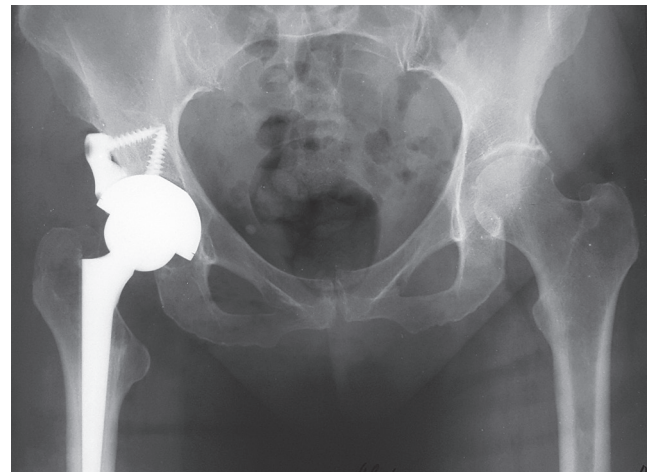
Рентгенограмма пациентки с диспластическим коксартрозом после операции. С помощью индивидуально напечатанного аугмента обеспечено восстановление анатомического центра ротации, длины нижней конечности и полное покрытие вертлужного компонента
